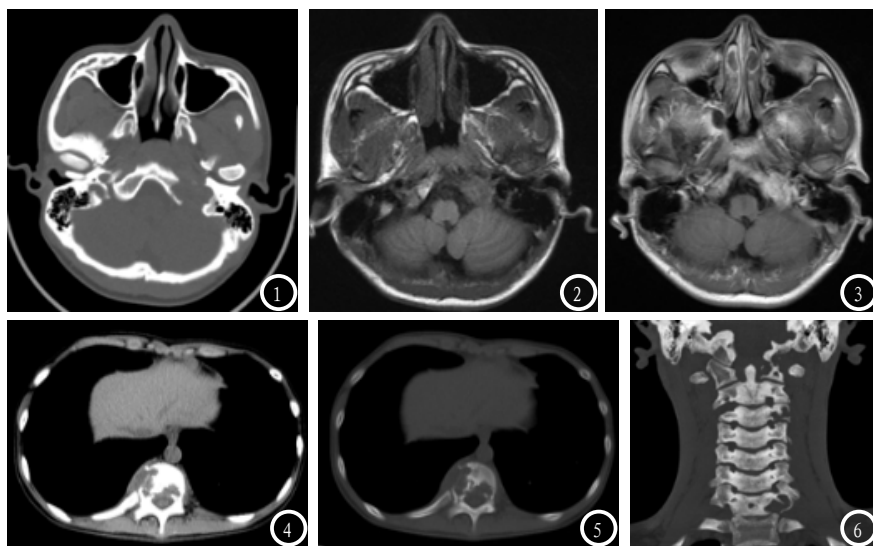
6为同一病人。男, 38岁, 舌肌萎缩2月余。图1 CT平扫, 骨窗, 左侧颞骨岩部不规则骨质破坏。图2 MRI平扫T1WI左侧颞骨岩部等信号软组织影。图3 MRI增强左侧颞骨岩部明显强化软组织影。图4 胸部CT平扫纵膈窗, T11椎体不规则破坏, 周围软组织肿胀。图5 胸部CT平扫骨窗, T11椎体不规则破坏。图6 颈椎CT三维重建, C1/C3/C7椎体左侧不规则骨质破坏。
